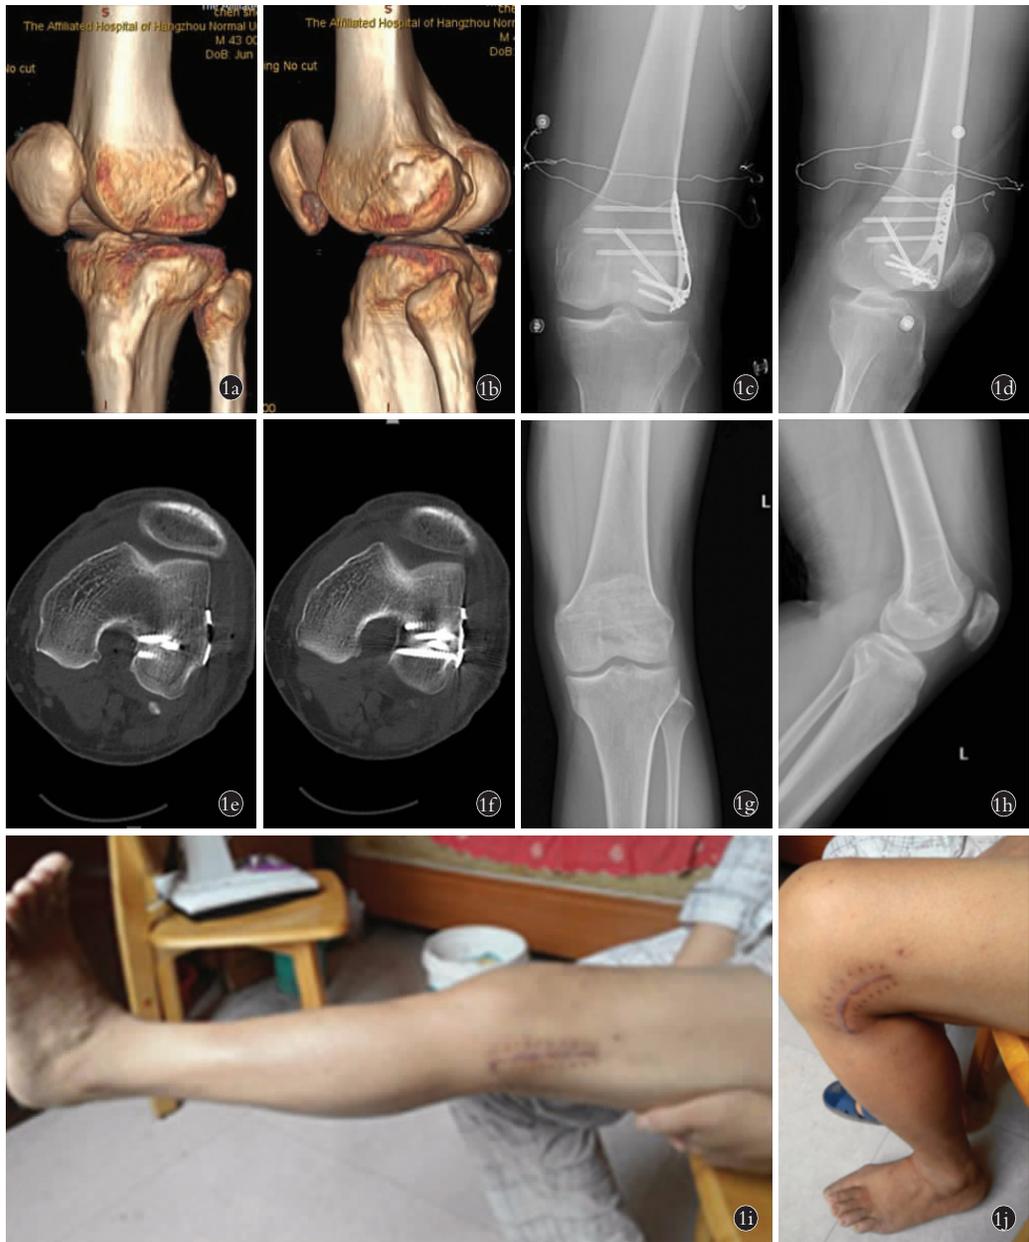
患者,男,43 岁,左股骨外侧髁 Hoffa 骨折 1a,1b. 术前左股远端三维重建 CT 扫描 1c,1d. 术后左股远端正侧位 CR 1e,1f. 术后 CT 扫描 1g,1h. 术后 12 个月内固定取出后正侧位 CR 片 1i,1j. 术后 14 个月患者膝关节功能
